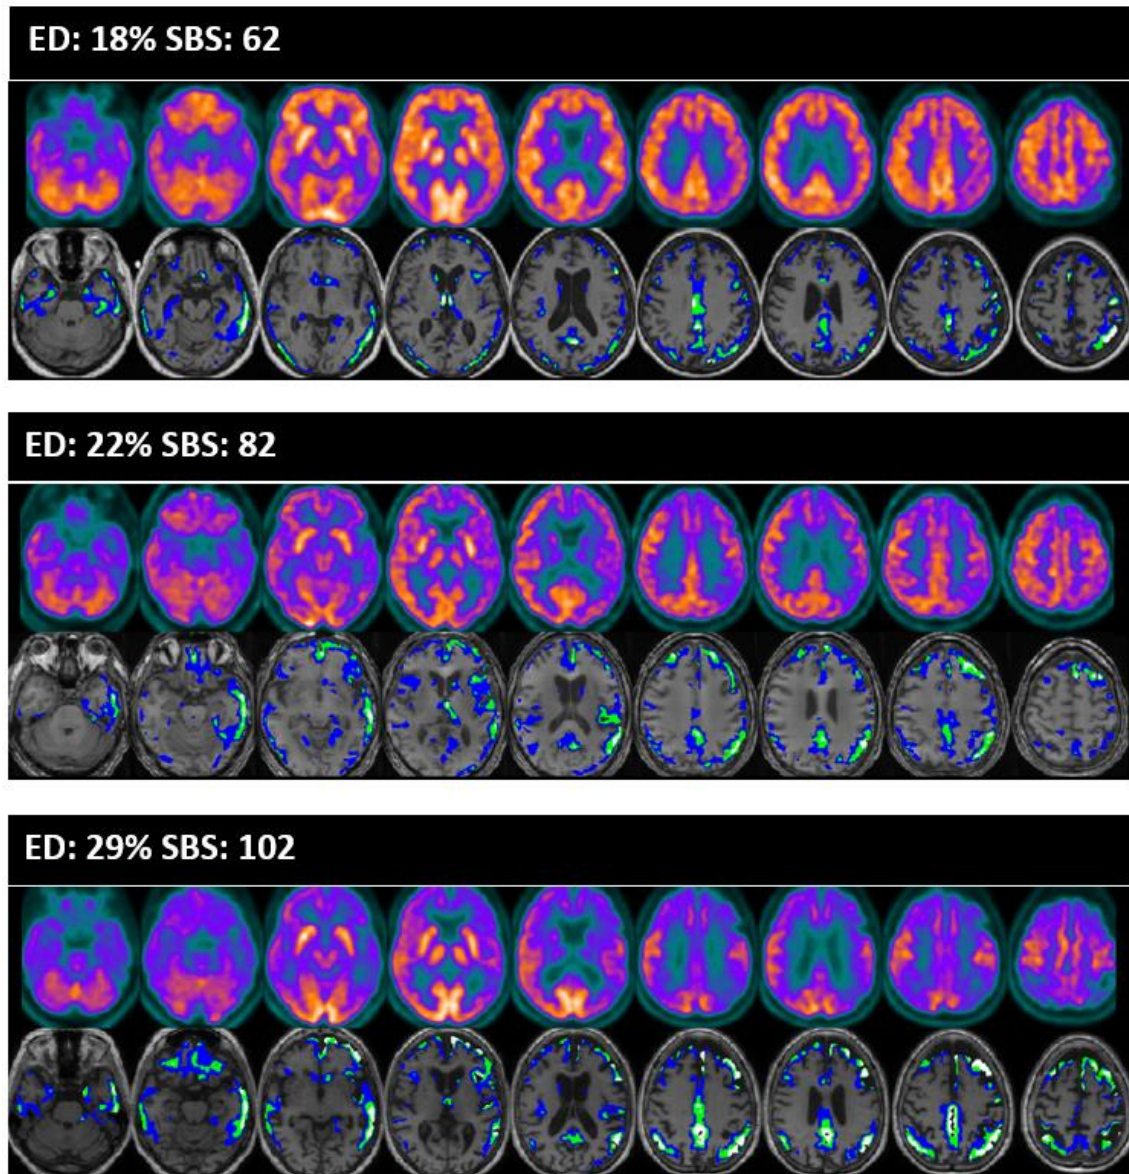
Atlas de imágenes ordenados de forma creciente por SBS, con las puntuaciones de los biomarcadores ED y SBS. En cada uno de los grupos mostrados, se encuentra el PET-FDG normalizado en la primera fila, y la RM normalizada con el defecto superpuesto encima.
